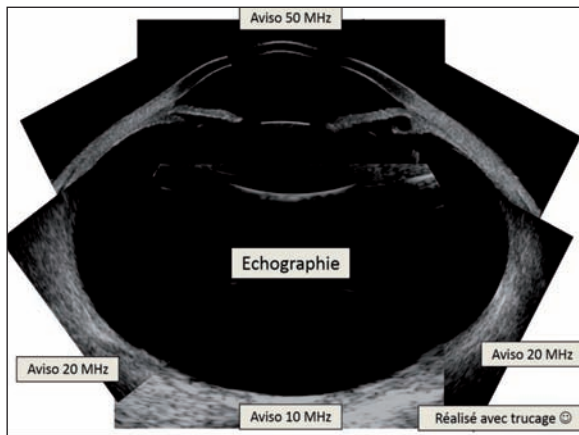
Image échographique de la totalité du globe oculaire obtenue à l'aide des sondes 10, 20 et 50 MHz de l'appareil Aviso (Quantel Medical) (image Maté Strehlo).
